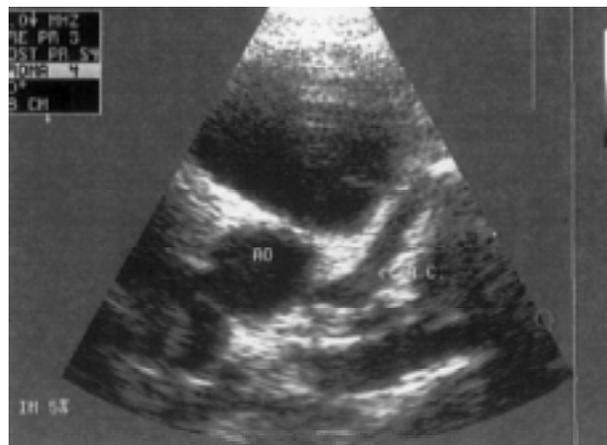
Ecocardiograma: Se observan arterias coronarias normales el día 27 de febrero y una dilatación mayor de 6 mm el 12 de marzo de 2001.
